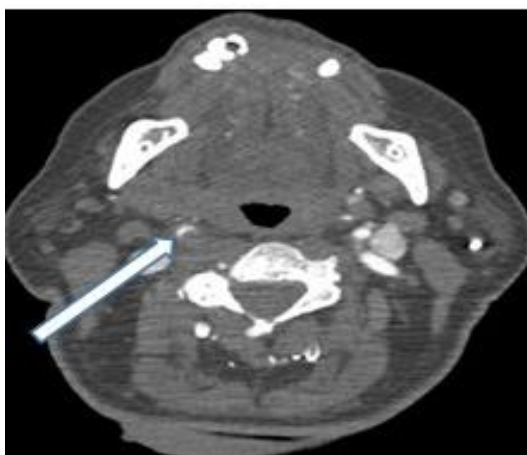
Компьютерная томография головы с контрастным усилением. На снимке представлена динамическая субокклюзии правой общей сонной артерии на фоне диссекции (указана стрелкой).
